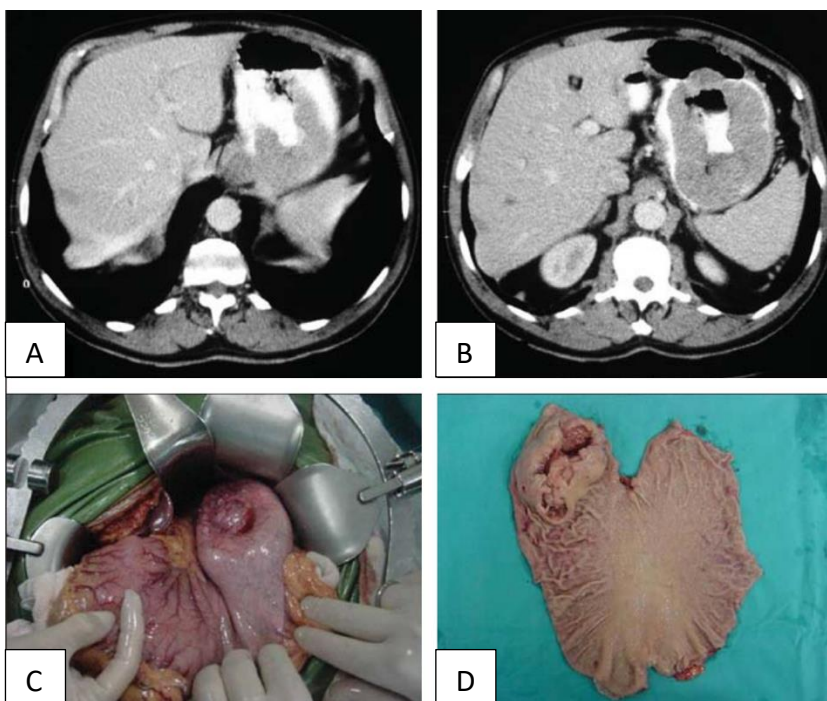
(A,B) Tomografia computadorizada com contraste oral e venoso mostrando lesão vegetante intraluminal no terço superior da grande curvatura, formando trajeto fistuloso com a luz gástrica (A). Presença de gás e contraste oral no interior da lesão (B). (C) Aspecto intra-operatório do tumor. (D) Peça cirúrgica em que se evidencia lesão intraluminal na grande curvatura. Retirado de: PELANDRÉ, 2008.
